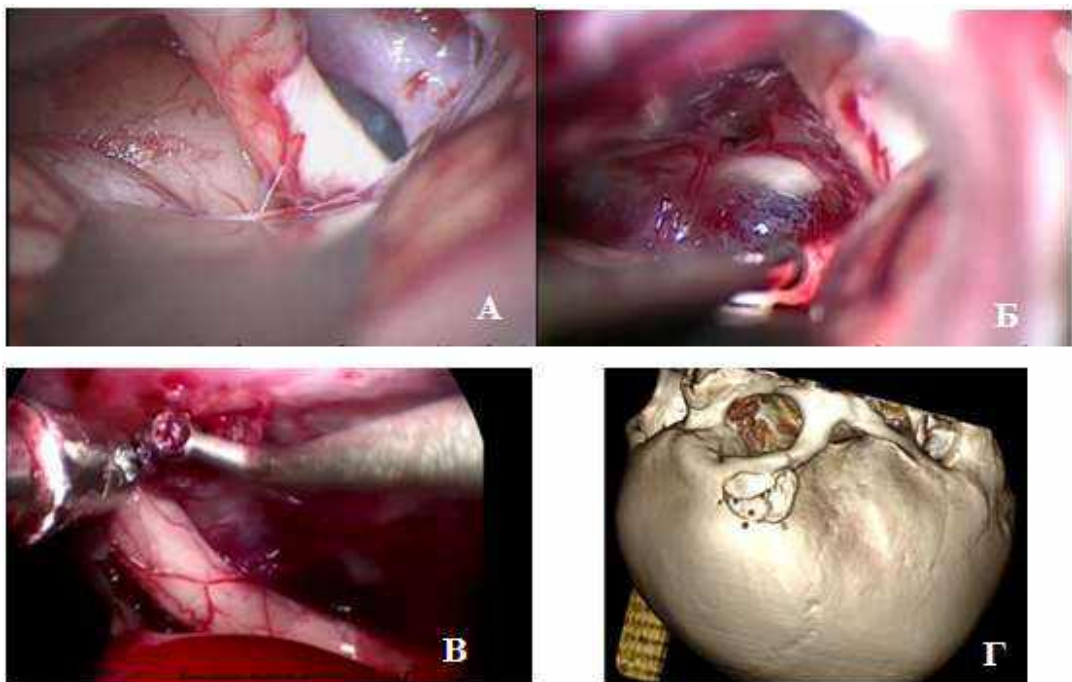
Спостереження №22. Пацієнтка Ч-ка, 47 років, історія хвороби №136484. Інтраопераційні зображення та післяопераційна МСКТ-3D реконструкція. А, Б — зображення об'ємного утворення та ложа видаленої пухлини під мікроскопічним оглядом. В — ендоскопічне видалення пухлини з лівого зорового каналу. Г — післяопераційна МСКТ-3D реконструкція
